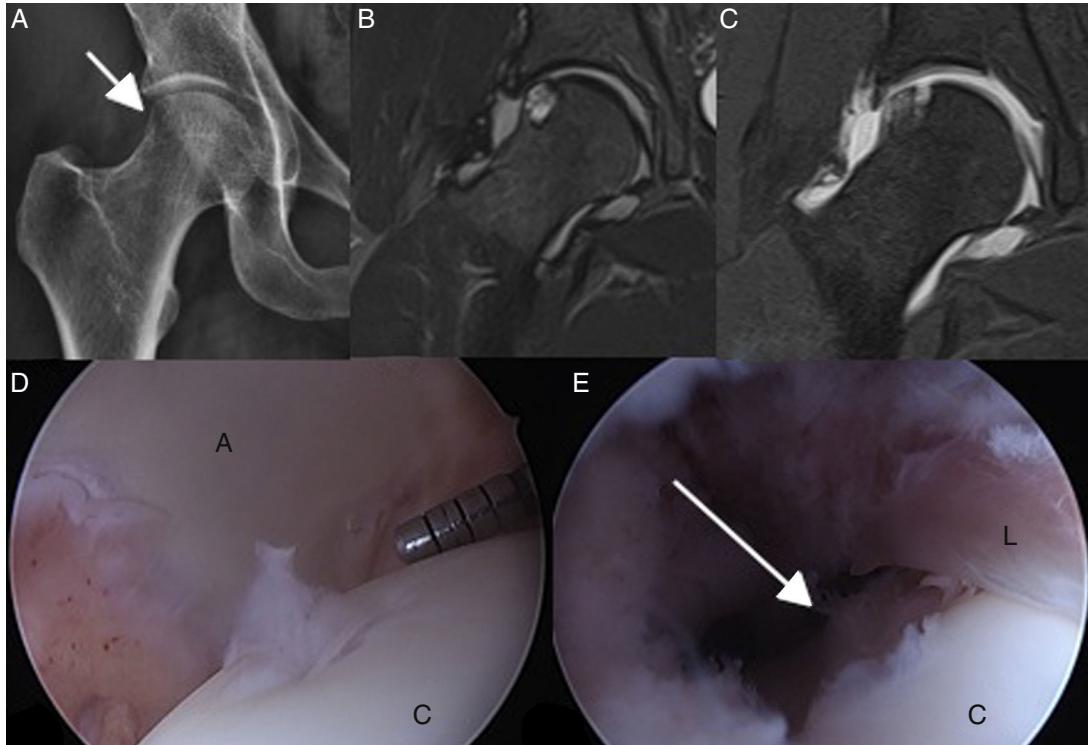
Resecciones en zona lateral con lesión vascular. Radiografía de cadera derecha anteroposterior postartroscopia de cadera con dolor persistente postoperatorio. Se observa una zona de resección en la zona lateral (6 A, flecha), la resonancia magnética 6 meses postartroscopia demuestra un foco de osteólisis adyacente a la zona de resección (6 B, C) la cual no estaba presente en la resonancia preoperatoria. Durante la artroscopia de revisión (6 D, E) se visualiza desde el portal anterolateral la lesión condral de cabeza femoral (C) en la zona equivalente a la resonancia magnética (6 D), el acetáculo (A) no presenta lesiones. La visión desde el portal medioanterior distal (6 E) confirma la resección femoral demasiado lateral y con extensión hacia más allá del labrum (L) en el compartimento central (flecha).
